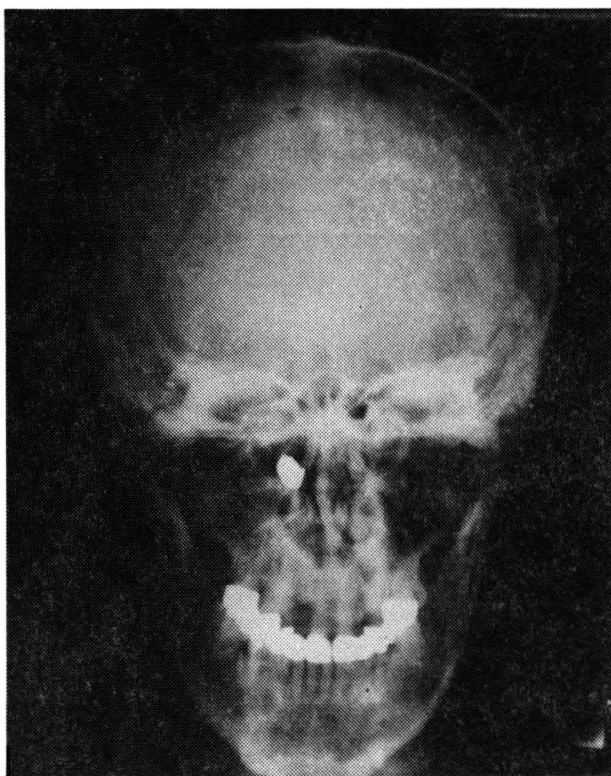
Röntgenogram tvárového skeletu rok po úraze
